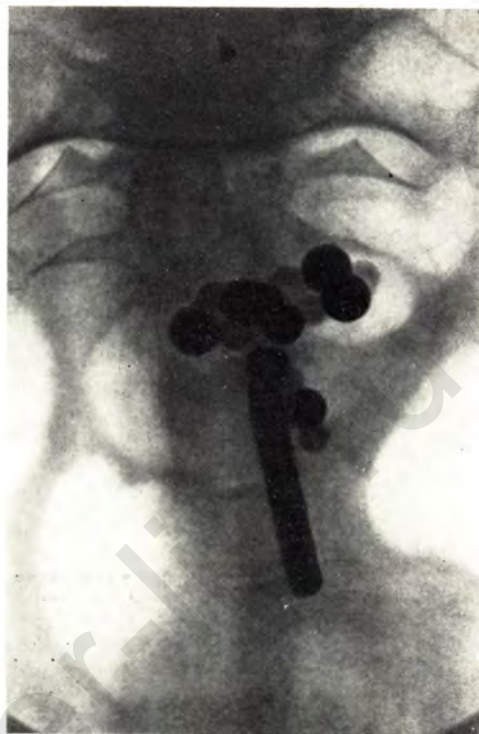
Рентгенограмма с имитаторами радиоактивных препаратов.
